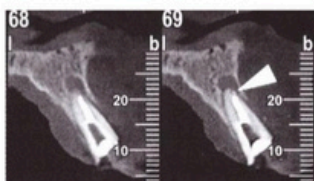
CBCT del incisivo afecto
